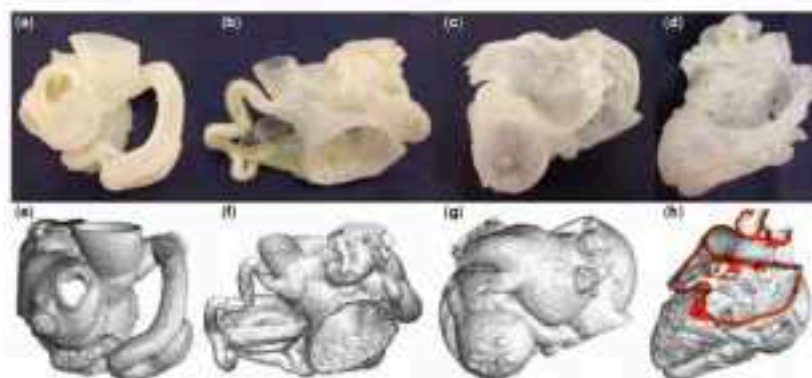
Adapted from Velasco et al. Patient-specific surface-rendered CT scan (upper row) and respective 3D models (lower row) for the four patients included in the study.
